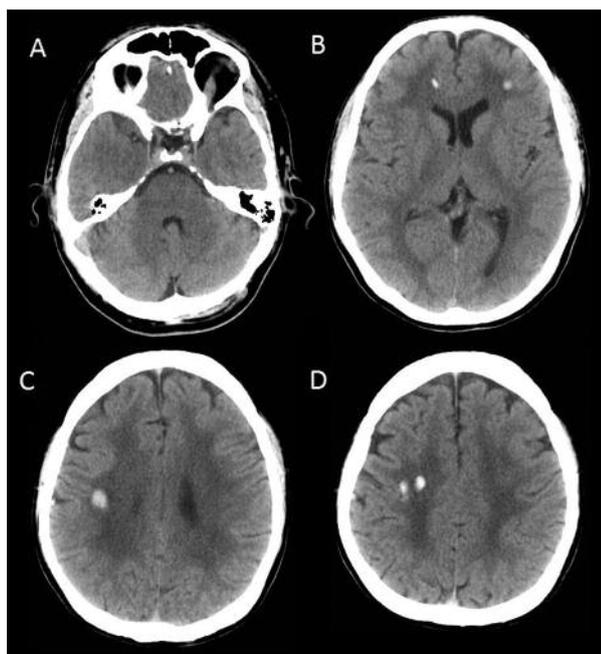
TC-CE, cortes axiais (A-D) com lesões hemorrágicas múltiplas e leucoencefalopatia microangiopática.
